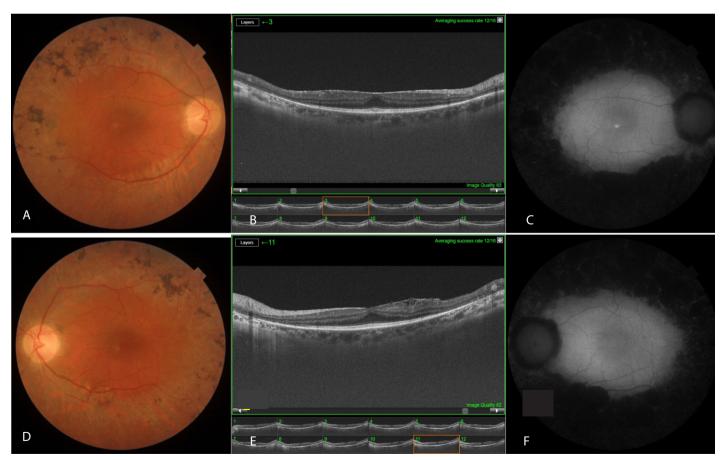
Ambos ojos: Retinografías. A y D. Retinosis pigmentaria avanzada. Tomografía de coherencia óptica. B y E. La línea hiperreflectiva de la membrana epirretiniana secundaria induce pérdida de la depresión foveal. Autofluorescencia. C y F. La maculopatía "en celofán" no provoca cambios visibles. El reflejo autofluorescente del polo posterior tampoco está alterado por la enfermedad de base.
